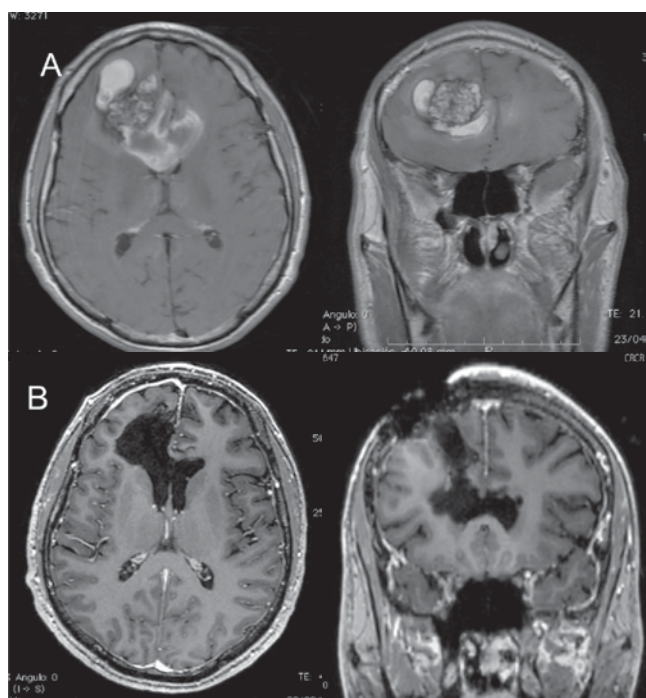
A. RM de cráneo preoperatoria donde se observa lesión a nivel frontal con áreas sangrado, con compresión de las astas frontales de los ventrículos laterales. B. RM posoperatoria donde se observa resección total de la lesión. Diagnóstico definitivo de cavernoma.
